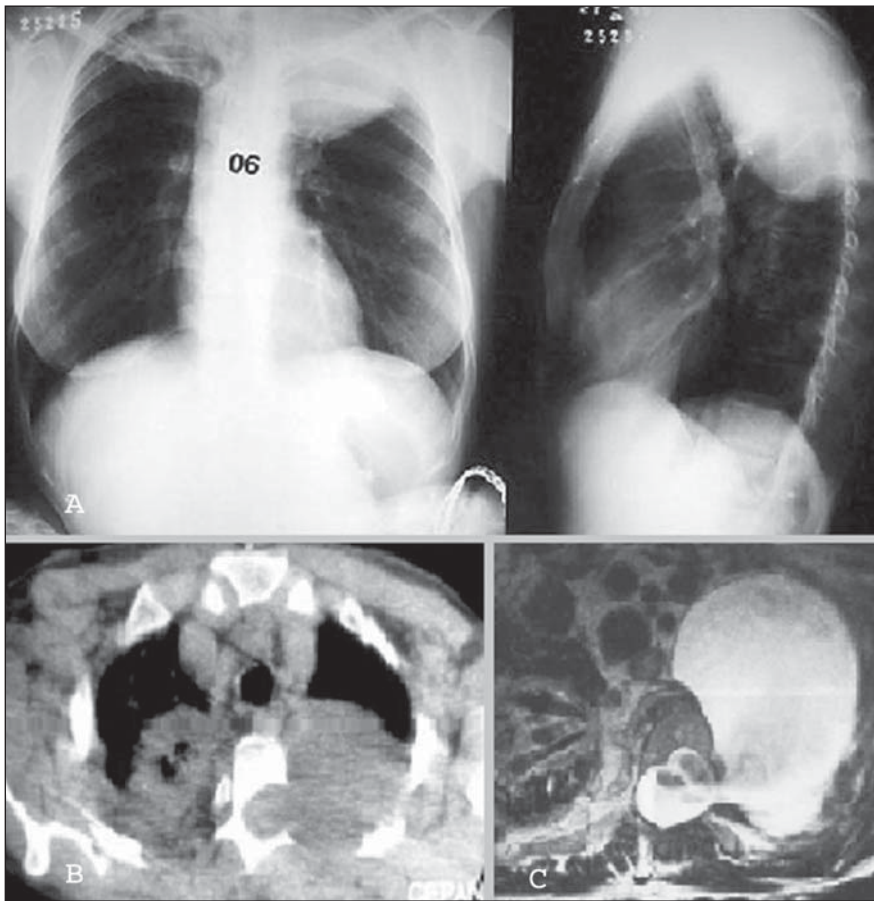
A: Radiografia de tórax em pósterio-anterior e perfil mostrando opacidade arredondada no mediastino súpero-posterior esquerdo, e infiltrado por tuberculose no lobo superior do pulmão direito. B: Tomografia computadorizada mostrando massa com opacidade de tecido mole na projeção do neuroforame esquerdo da coluna torácica. Infiltrado por tuberculose no lobo superior do pulmão direito. C: Ressonância magnética evidenciando formação cística hiperintensa em relaxamento T2 em contiguidade com o saco dural através do neuroforame esquerdo no segmento torácico.
